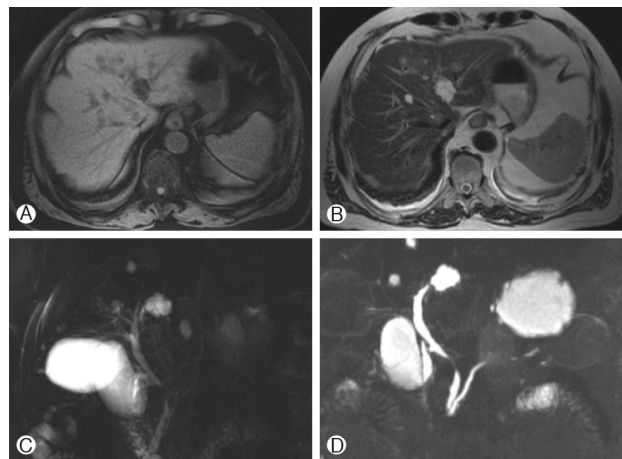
(A, B) Multiple, variably sized, peripherally enhanced nodules on both hepatic lobes with high signal intensity on T1-weighted and low T2-weighted images, which appeared to be hematogenous liver metastasis, but no evidence of pancreaticobiliary neoplasm was found. (C, D) No significant dilatation of the biliary tract was found.
